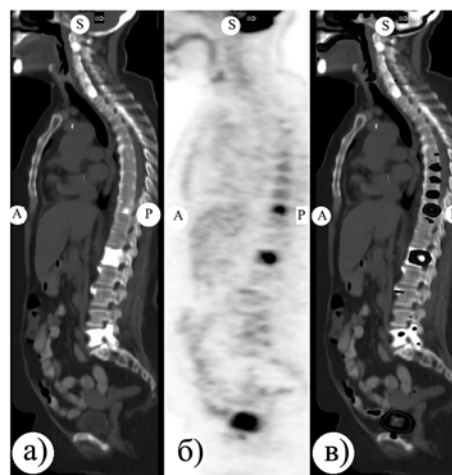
Изображение, полученное наложением ОФЭКТ и КТ:
